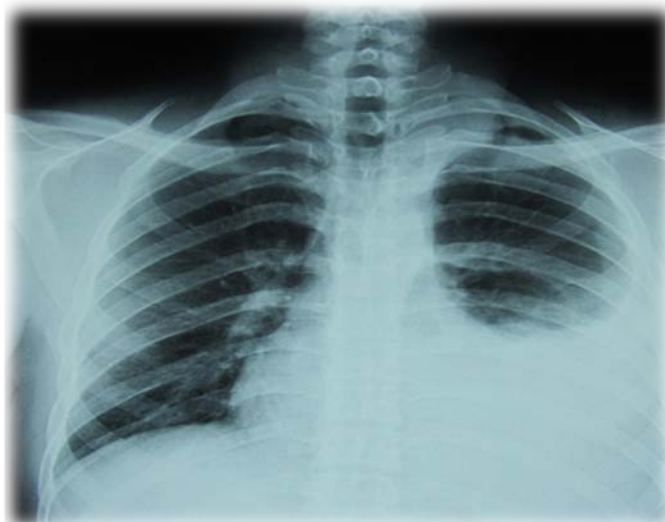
Radiographie thoracique : Un épanchement pleural gauche de moyenne abondance isolé.
